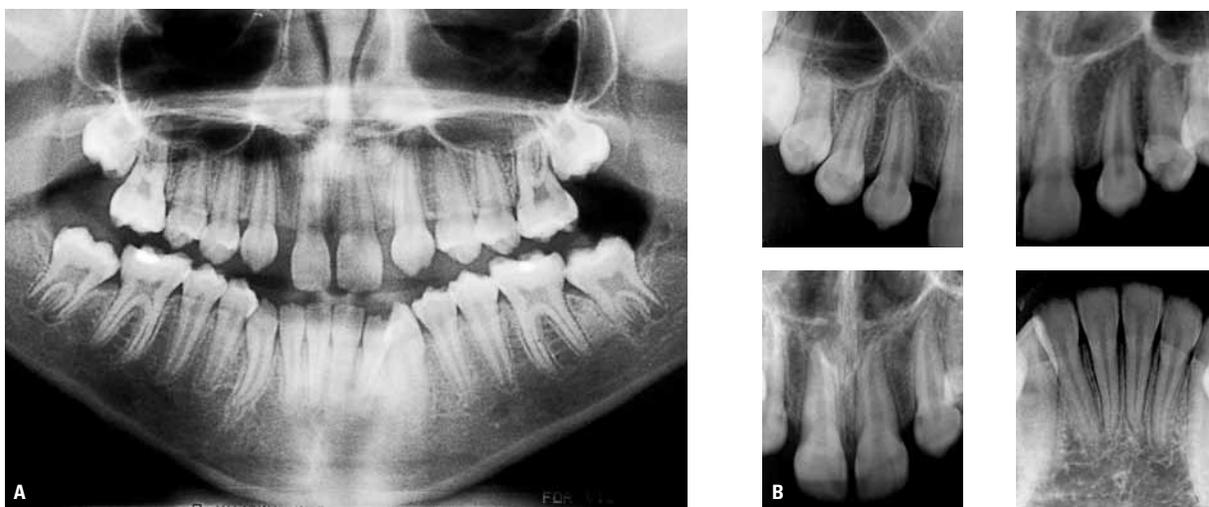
Radiografias panorâmica (A) e periapicais (B) iniciais.
